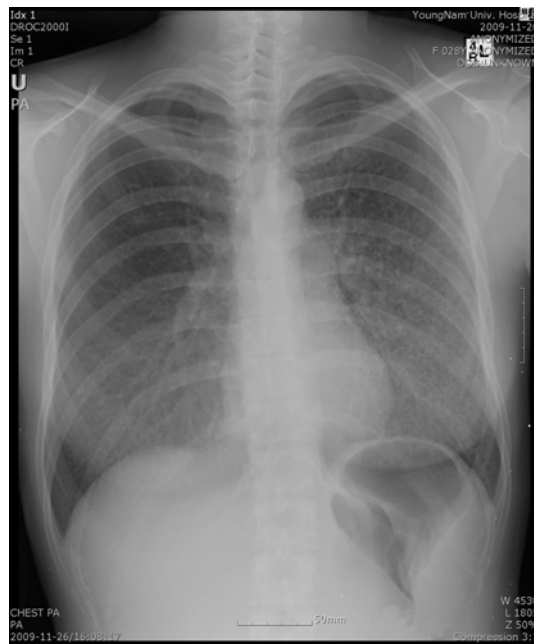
The chest X-ray. Fine reticulonodular infiltration at both lung fields, and this is more prominent at the left side, suggesting an interstitial lung disease process.
